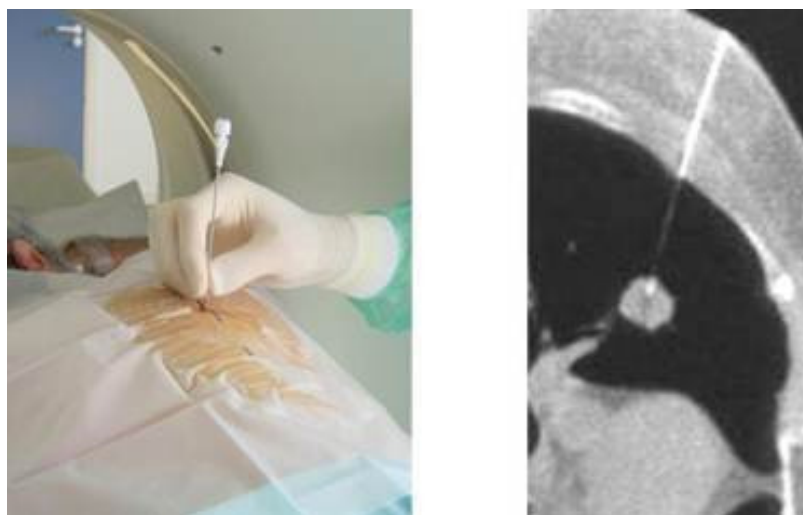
ponction trans-pariétale d'une tumeur périphérique sous guidage TDM
